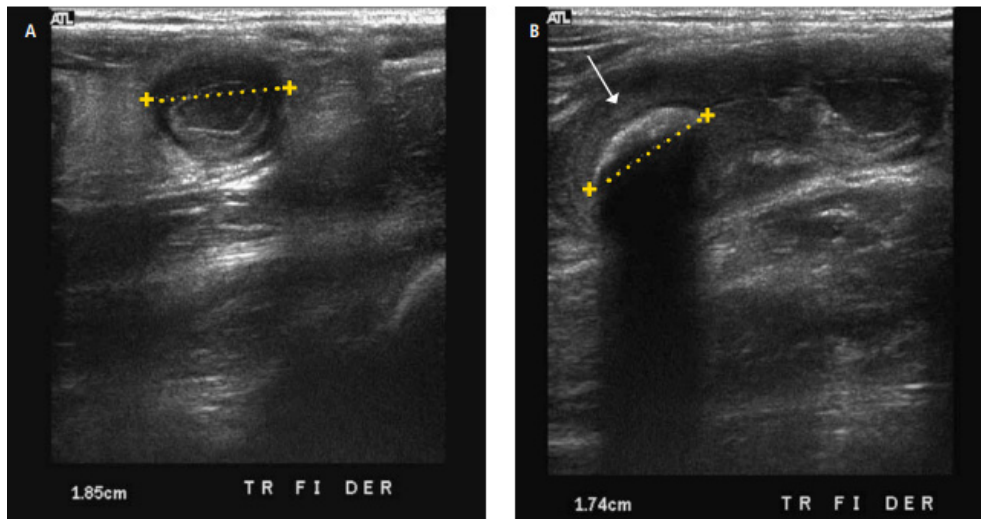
Imagen de ultrasonografía en niño de 10 años de edad que muestra aumento de la ecogenecidad en el tejido adiposo periapendicular por apendicitis aguda.
